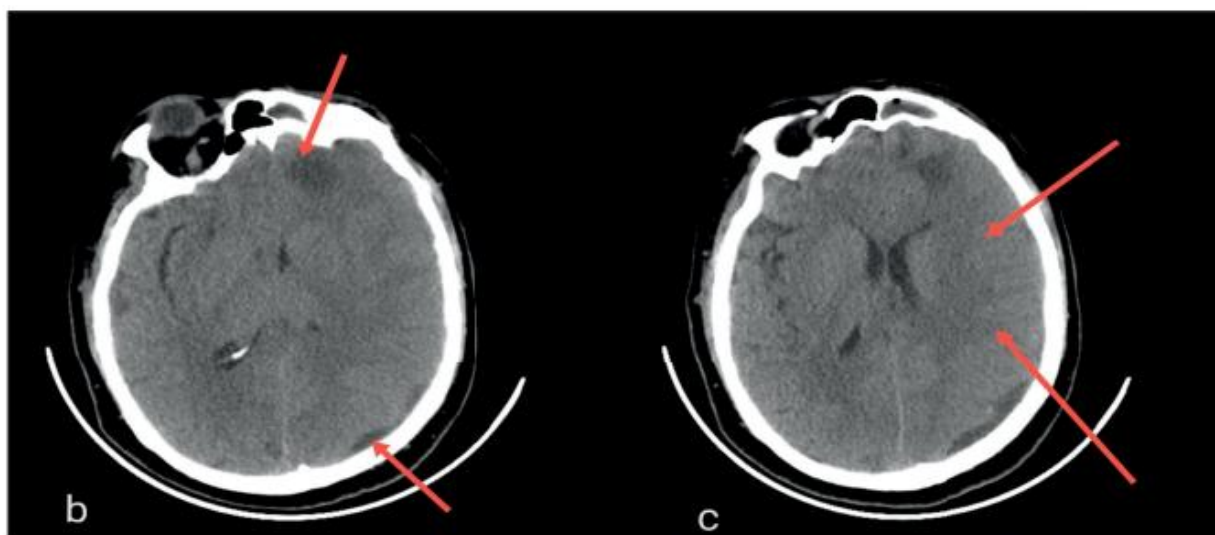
CT scan highlights: a-b. 1.3 cm left frontal hypodense lesion, relatively well-circumscribed, with moderate hypodense perilesional area suggestive of edema and left occipital and parietal subdural collections; c. diffuse cerebral edema in the left cerebral hemisphere that causes compression of adjacent gyri.
